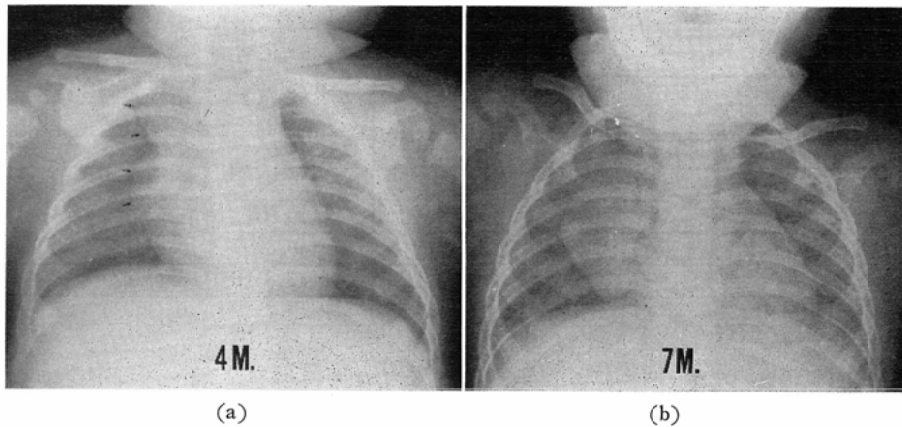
Roentgenogram of a four months old infant showing the right lobe of type III ε thymus. The ratio was 0.493. 6b Roentgenogram of a seven months old infant showing the right lobe of type III < thymus. The ratio was 0.636.
